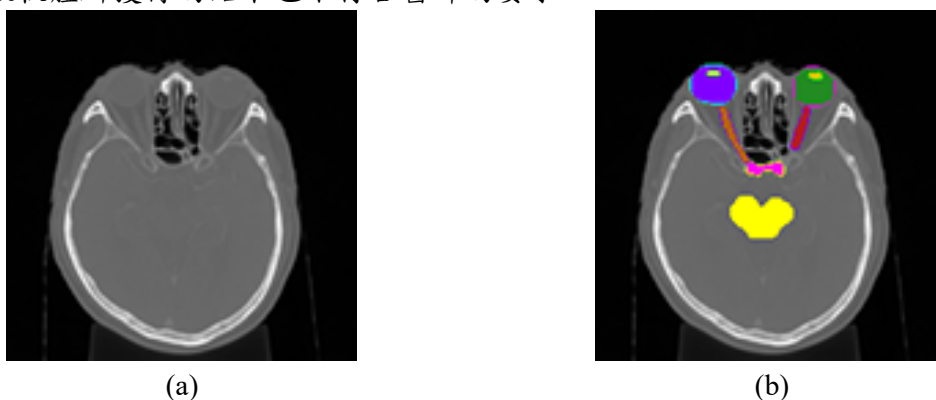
(a)原始 CT 影像，(b)放射師圈選器官後的 RT 影像
